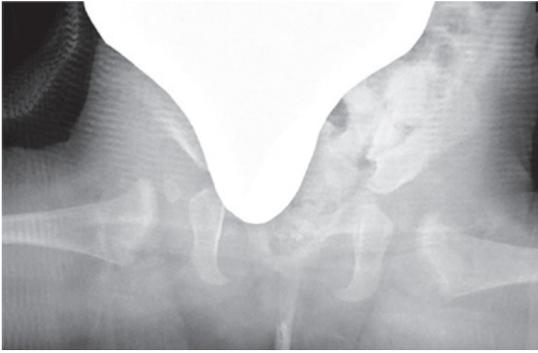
OHT法による牽引治療後非観血的整復時単純X線写真
